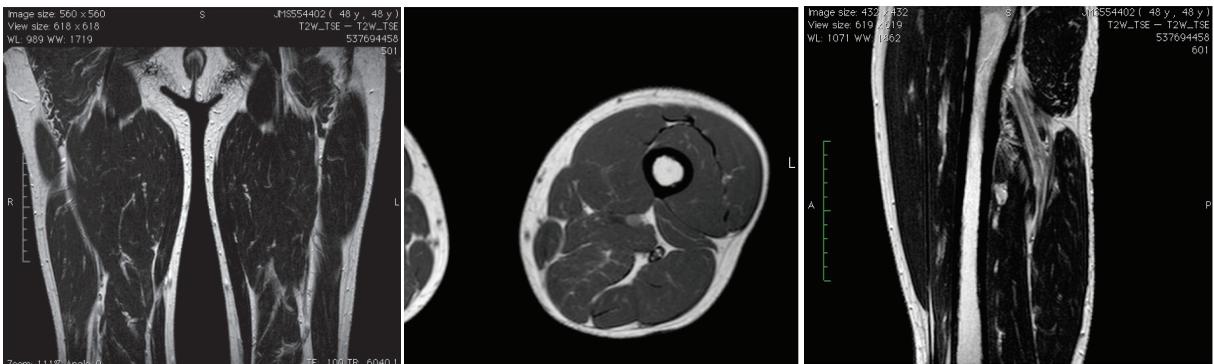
Ressonância magnética pós-operatória.
